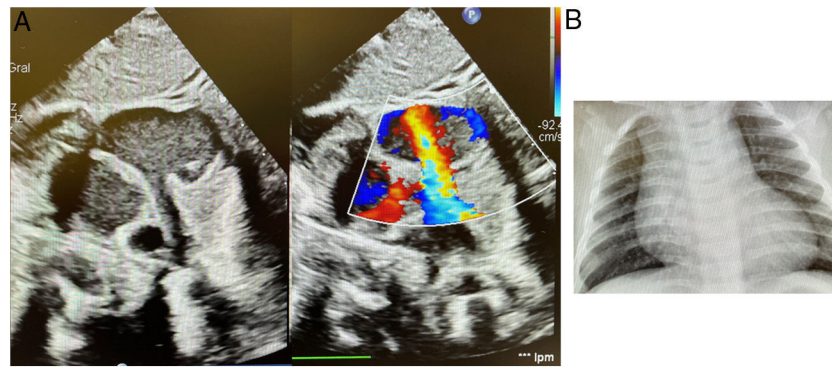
A) Ecocardiografía que muestra estructura tubular drenando en aurícula derecha. B) RX de tórax: dilatación de aurícula derecha.
